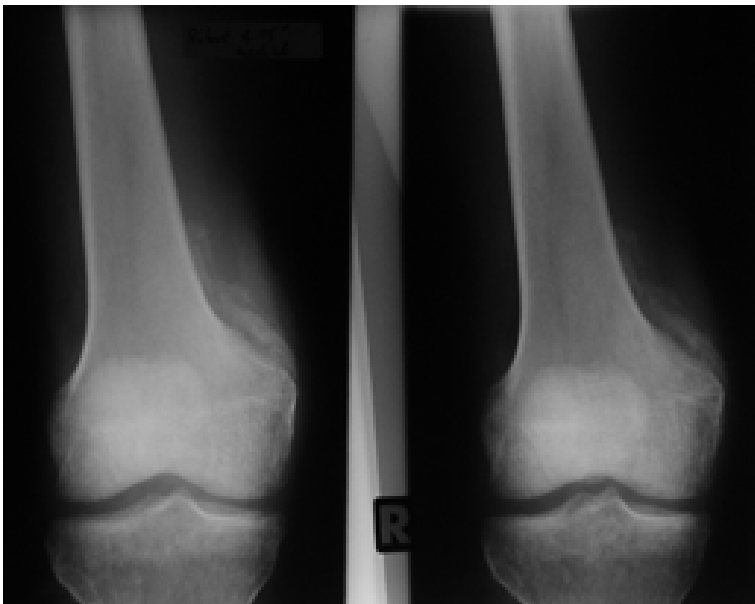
Röntgenaufnahmen des distalen Oberschenkels rechts eines 35jährigen Patienten am 72. Tag nach Subarachnoidalblutung mit Nachweis langstreckiger Mineralisation im distalen Verlauf des M. vastus medialis
